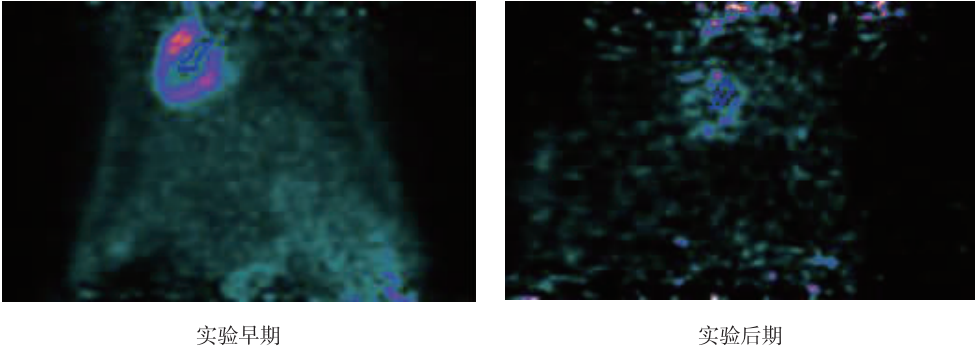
实验早期及后期 Micro-PET 的 ROI 勾画
